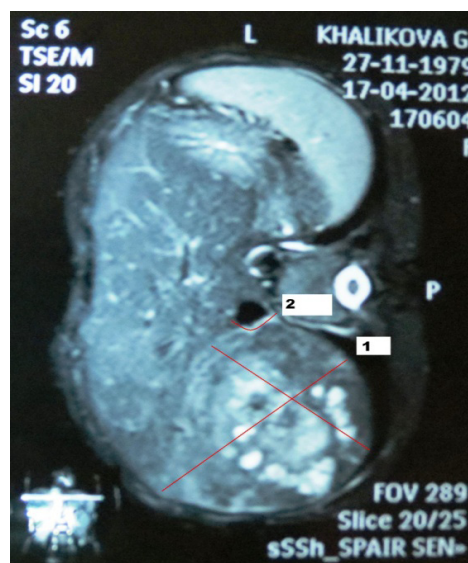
Резекция гепатикохоледоха с наложением гепатико-энтероанастомоза на выключенной петле по Ру: 1 – альвеококковый узел правой доли печени; 2 – деформация нижней полой вены (КТ)
